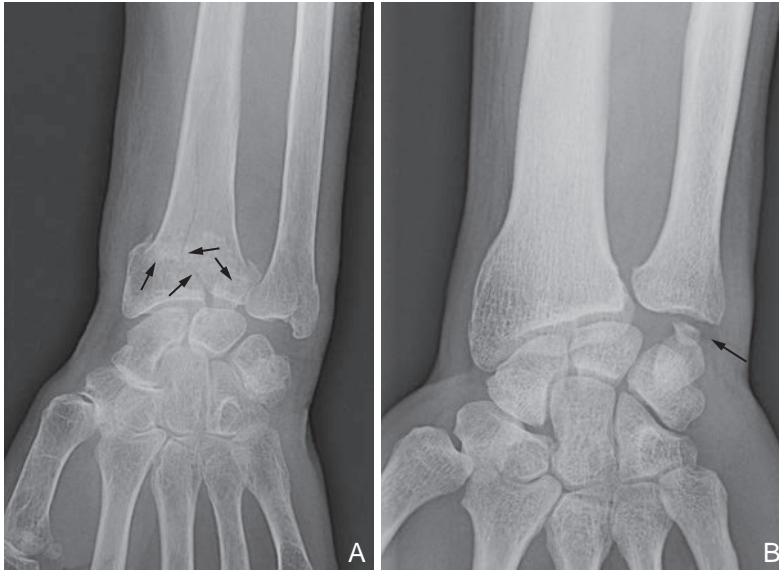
Radiographie de poignet de face
